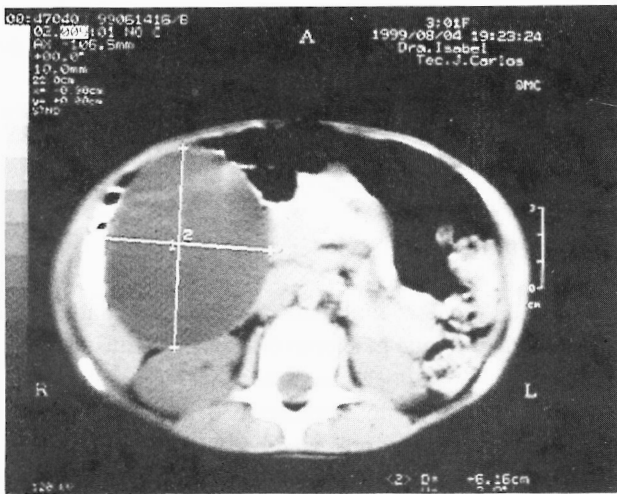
TC abdominal após opacificação oral do tubo digestivo: o quisto molda o cólon ascendente.
